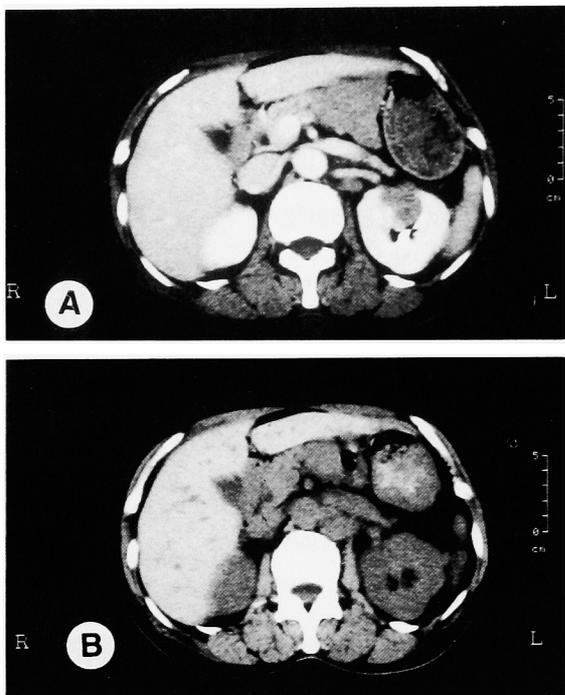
CT scan revealed left renal mass with no enhancement (A) and para-aortic lymphadenopathy (B).
